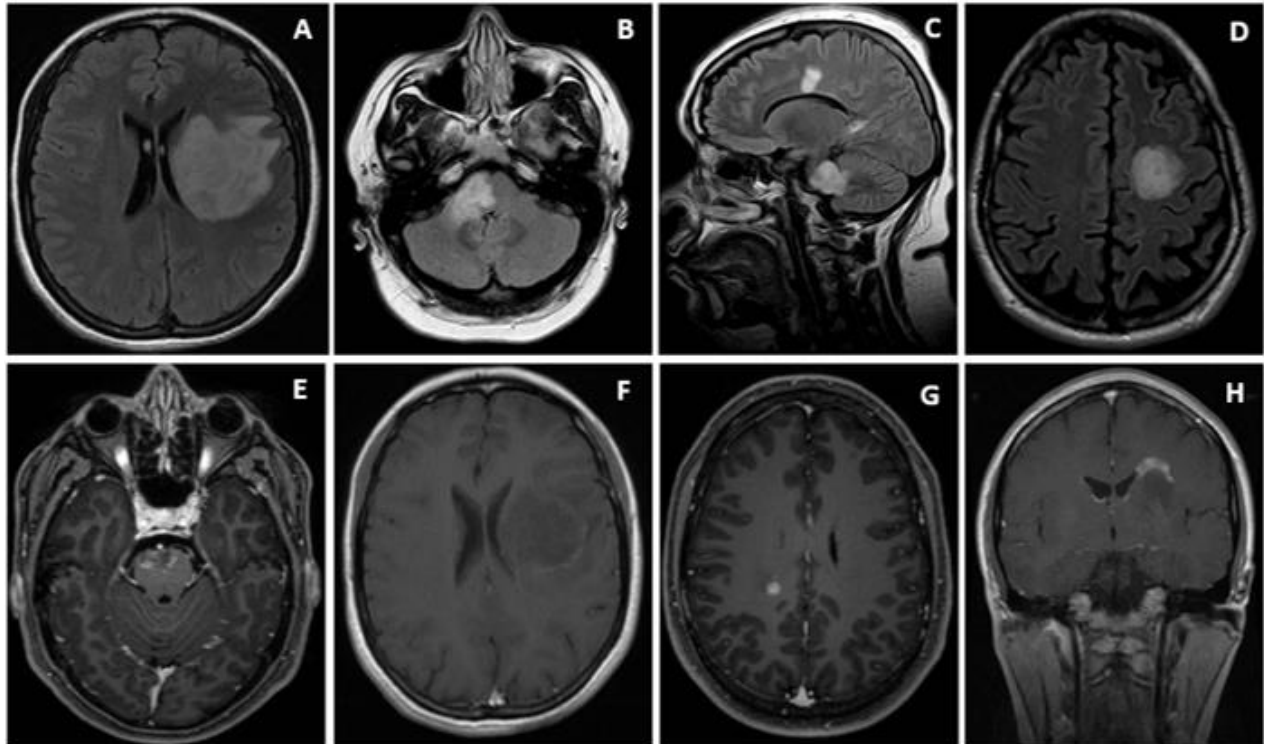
Imágenes representativas de LTD en FLAIR (A, B,C y D). A) Lesión desmielinizante PV de gran tamaño con edema y efecto de masa. B, C) LTD en puente y cuerpo restiforme derecho. D) Placas de desmielinización en bulbos de cebolla en centro semioval, características de la esclerosis concéntrica de Baló. Diferentes patrones de reforzamiento en LTD en T1 + gadolinio (E, F, G y H). E) Heterogéneo y nodular. F) En anillo. G) Homogéneo, nodular. H) Anillo incompleto.
